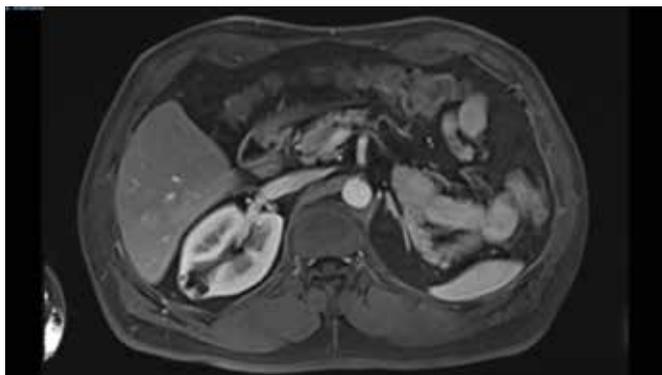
Uroresonancia (Uro-RM) corte axial, secuencia T1, al minuto.
